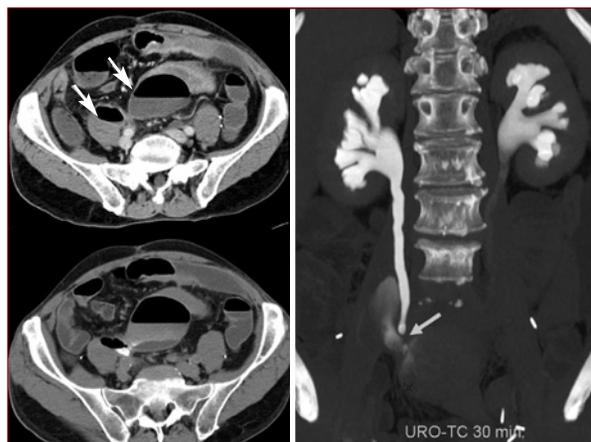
Uro-TC: multiple raccolte fluide in continuità con l'uretere destro con evidenza di uno stravasamento di mdc espressione della presenza di una deiscenza dell'anastomosi uretero-sigmoidea con conseguente formazione di urinomi infetti.
